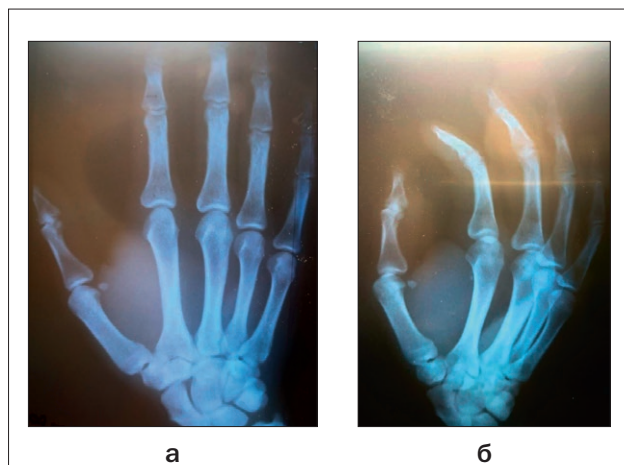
Рентгенограмма при поступлении (а и б – разные проекции)
